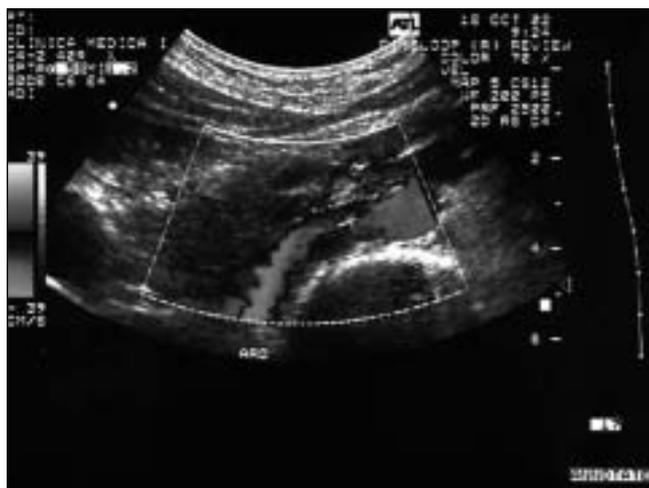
Eco color Doppler dell'aorta addominale e dei vasi renali: riscontro di dilatazione della vena renale sinistra.
